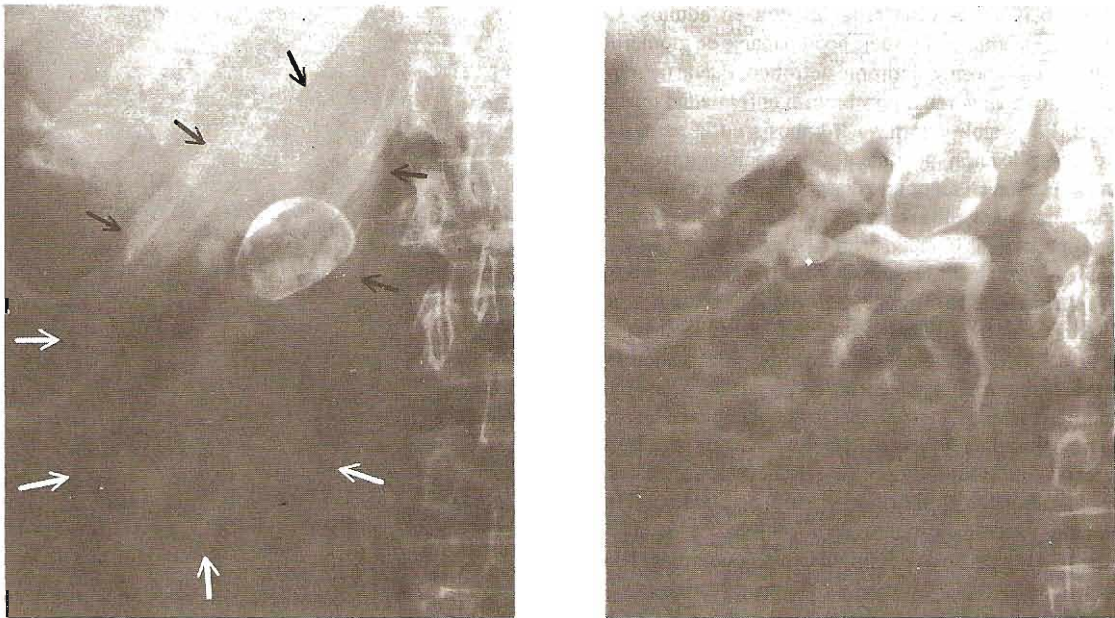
Aneurisma intrarrenal de la arteria renal. Izquierda: Radiografía simple que muestra una estructura calcificada sobre la sombra renal derecha. Derecha: Urografía excretora en la cual se observan las relaciones entre la masa calcificada, la pelvis y el cáliz superior. (Cortesía de CD King.)
